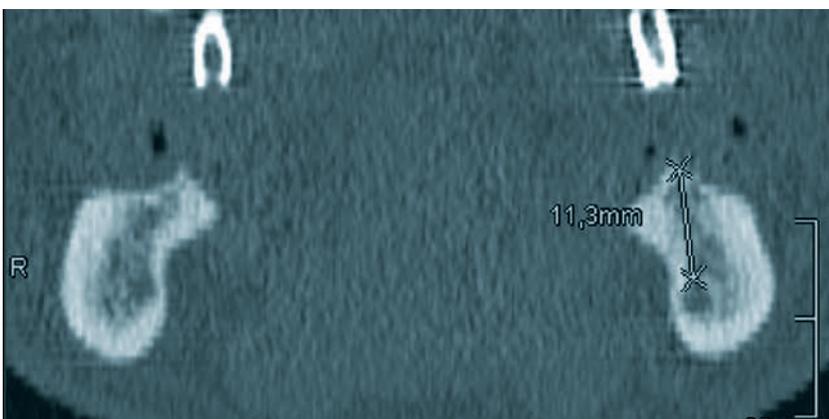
Das präoperative CT zeigte eine für die Distractionsosteogenese ausreichende Knochenhöhe und Breite.
